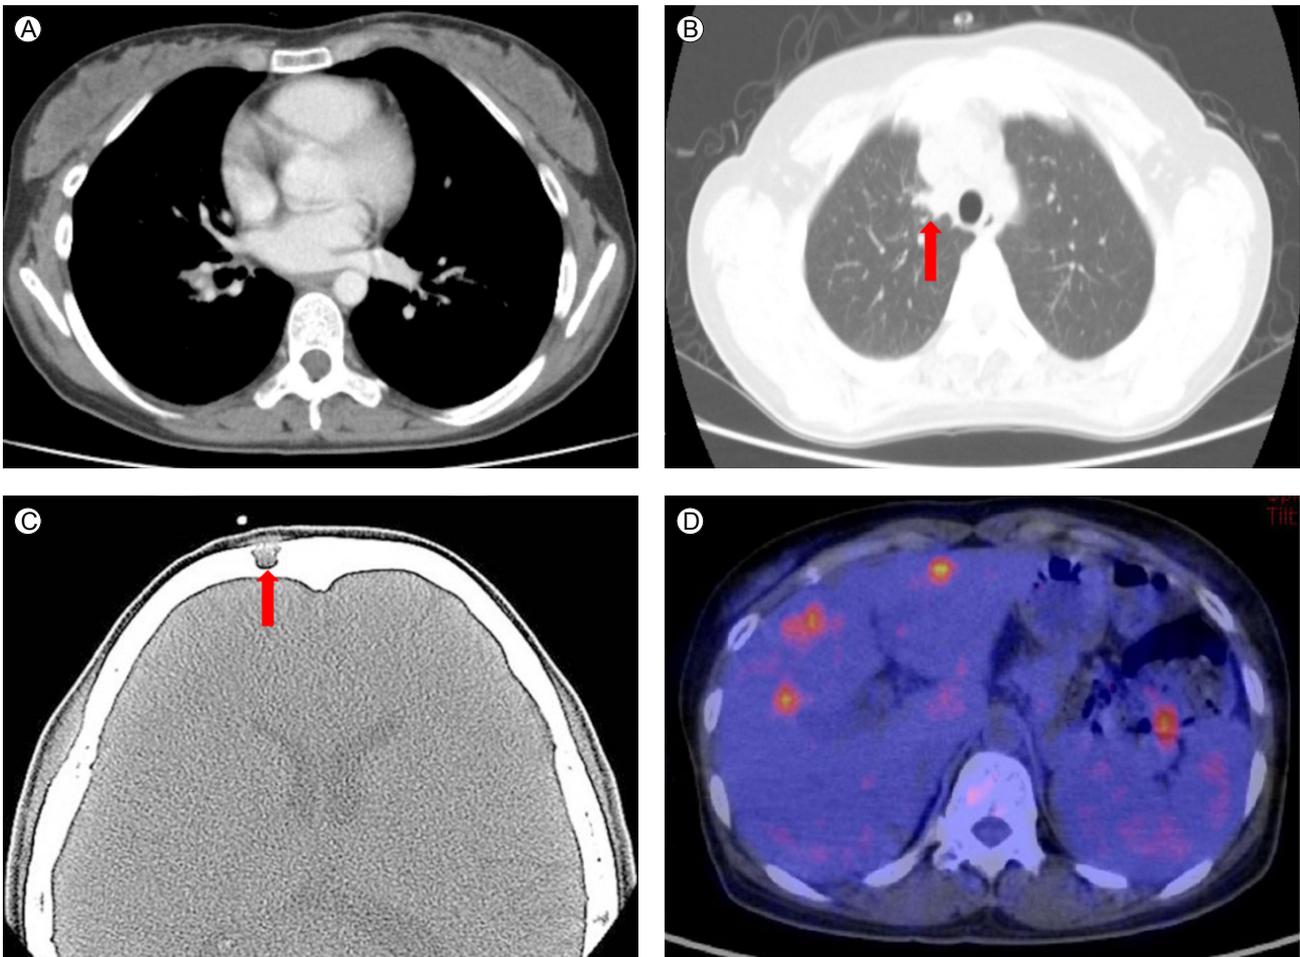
Chest computed tomography (CT) performed at this hospitalization. (A) The lesion previously seen in the right lower lobe is gone and the enlarged mediastinal lymph nodes have improved after treatment, but still remain. (B) There are new patchy opacities in the right upper lobe (arrow). (C) Facial bone CT shows a nodular lesion invading bone (arrow). (D) Positron emission tomography shows multiple hypermetabolic lesions in the liver.
